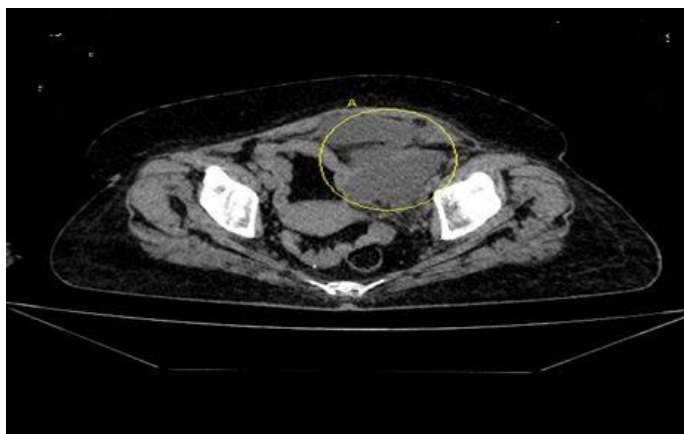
TAC de abdomen simple donde se observa masa tumoral en proyección de flanco izquierdo y fosa ilíaca izquierda.
